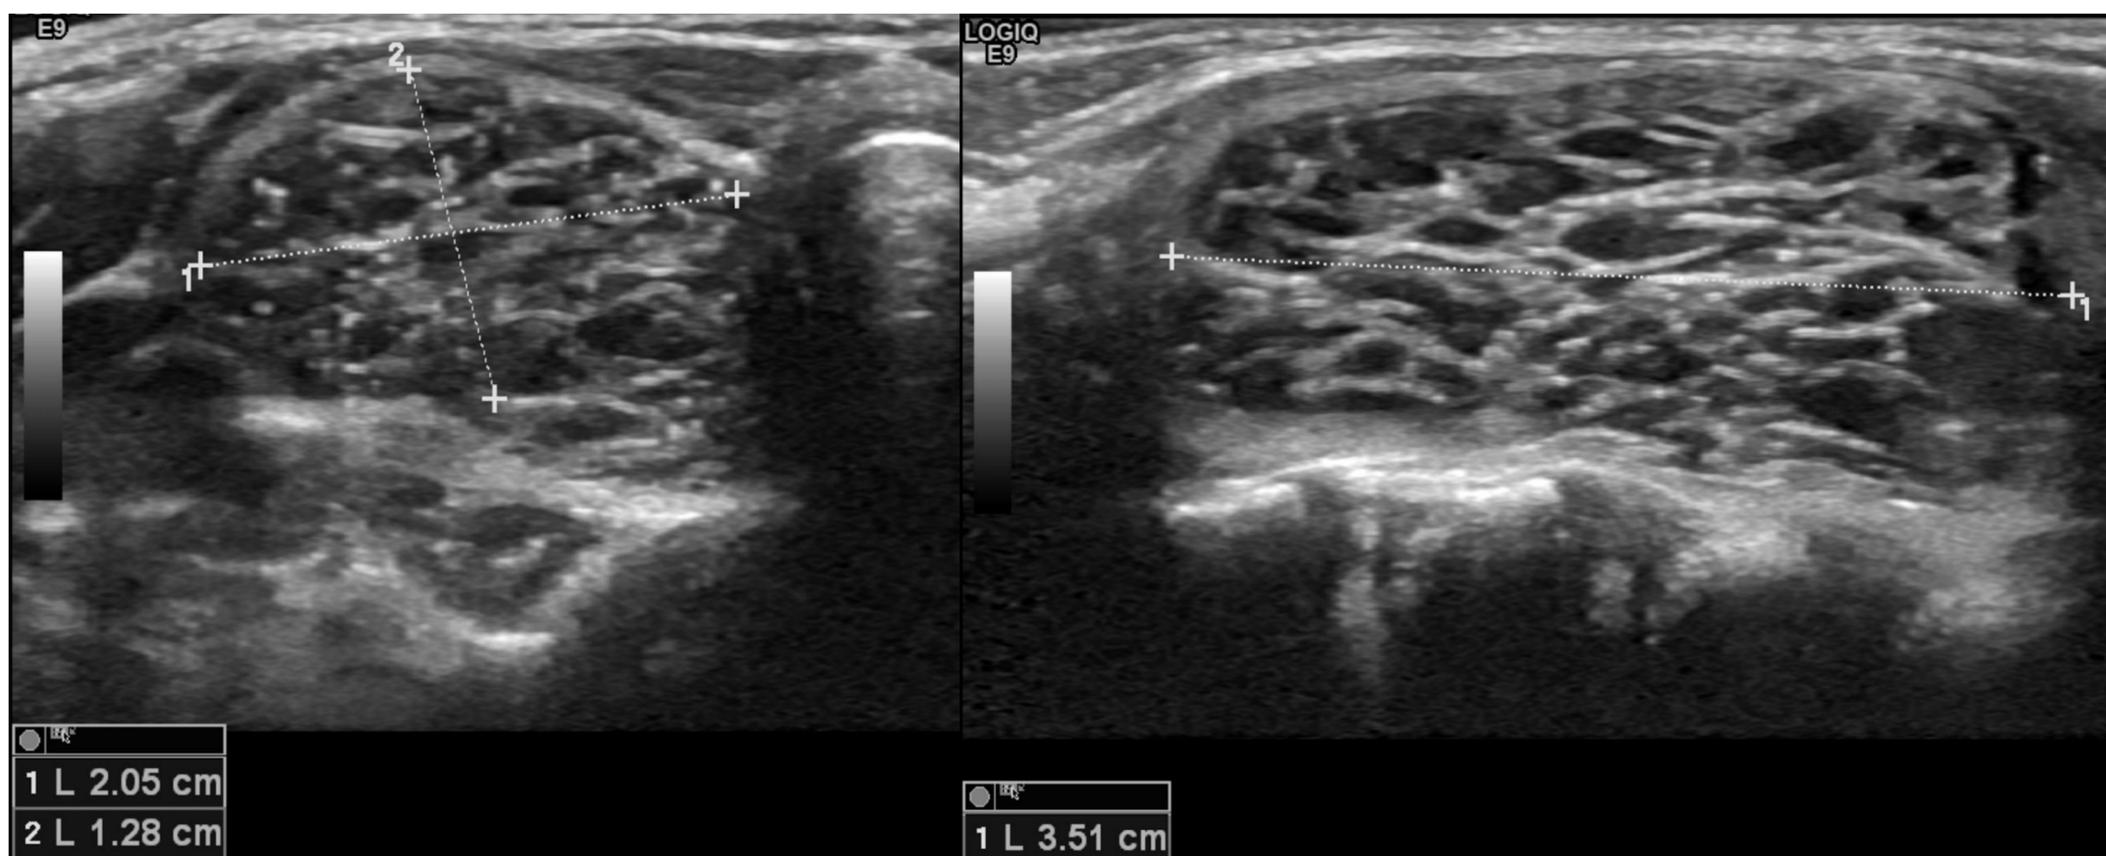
Ecografía de tiroides axial y sagital en niño de 4 años con nódulo tiroideo espongiforme → TI-RADS 1, según criterios de la ACR TI-RADS no precisa PAAF ni seguimiento
